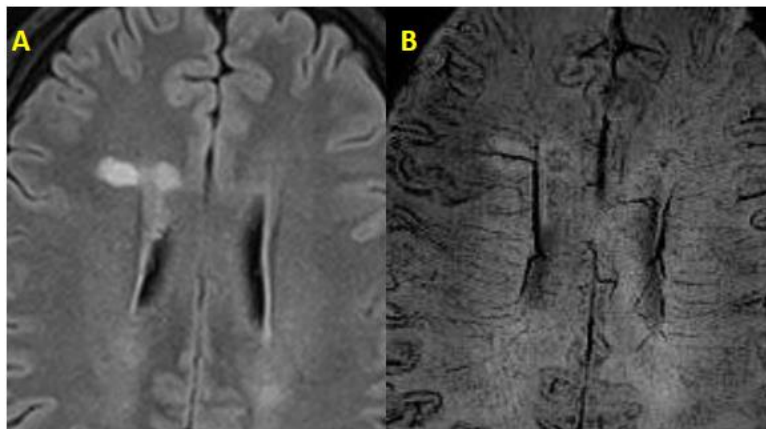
Signo de la vena central- axiales FLAIR (A), SWI B
